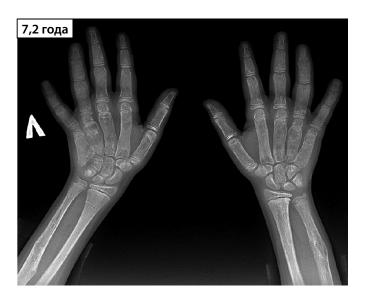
Рентгенограммы кистей рук: динамика костного возраста и состояния костей предплечья и кистей рук с 5,8 по 9,2 года. Тотальная фиброзная перестройка пястных костей и фаланг пальцев, очаги ФД и деформация костей предплечья, признаки начала синостоза в концевых фалангах правой руки.
